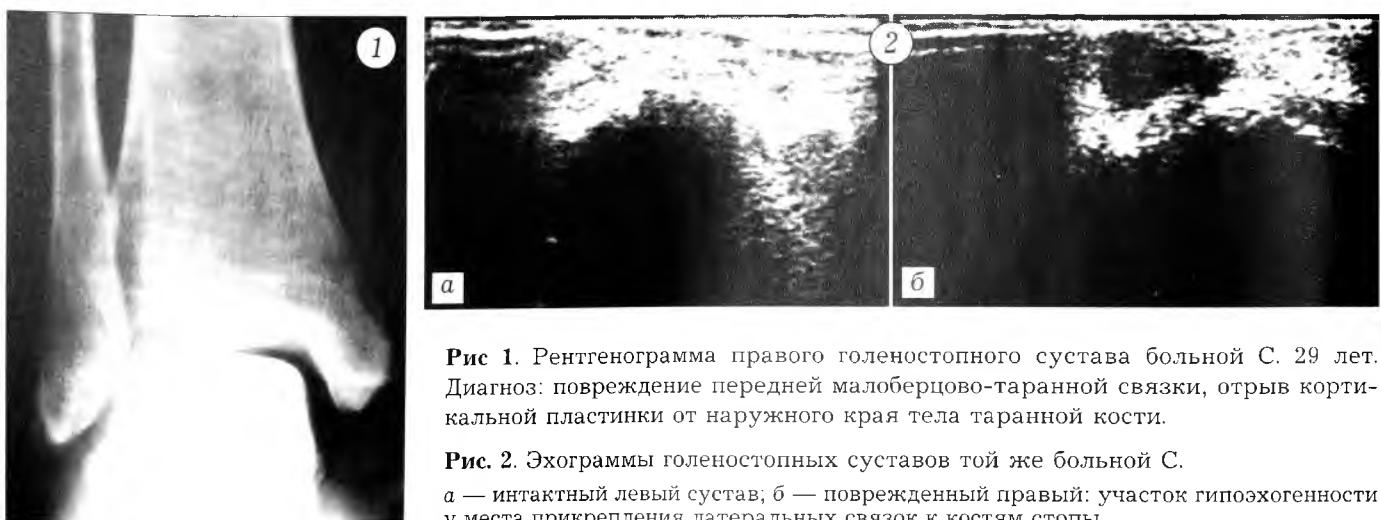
Рентгенограмма правого голеностопного сустава больной С. 29 лет. Диагноз: повреждение передней малоберцово-таранной связки, отрыв кортикальной пластины от наружного края тела таранной кости.
